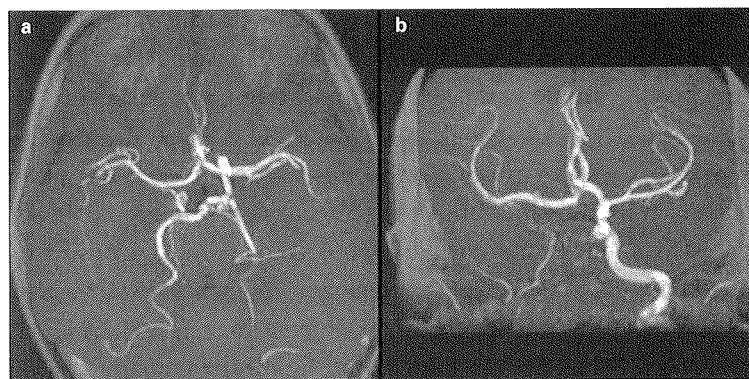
Angio-RM cerebral en proyecciones superior (a) y anterior (b) que muestra la ausencia de la arteria carótida interna e integridad del polígono de Willis con arterias comunicantes posteriores y comunicante anterior permeables.
